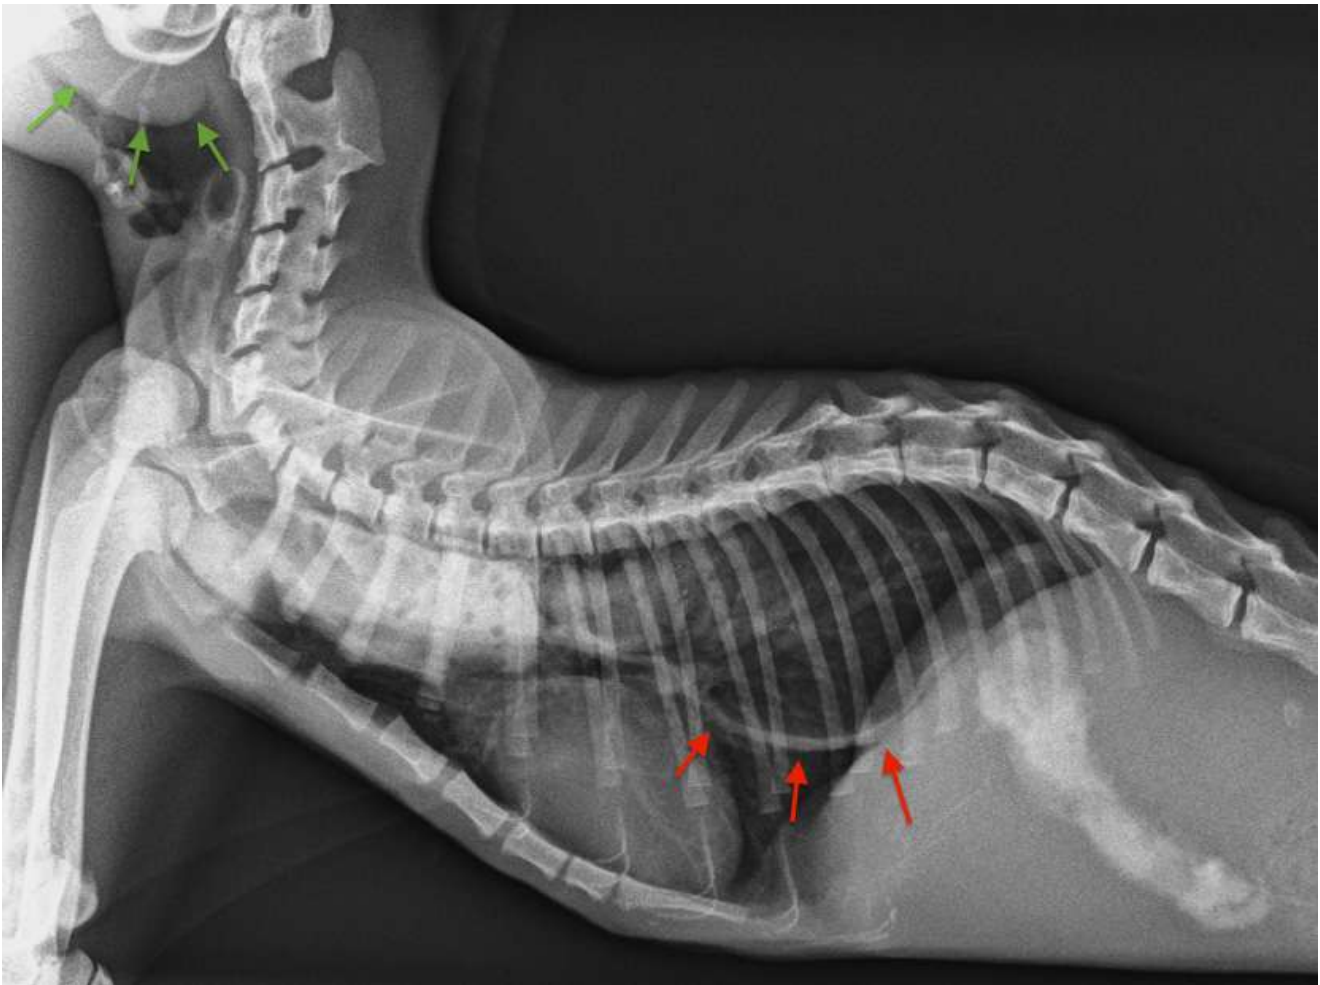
radiografía tras la administración de bolo alimenticio con contraste iodado, confirmando la presencia de megaesófago, por dilatación de éste y retención de contraste, visualizándose pared ventral de esófago (flechas rojas).
